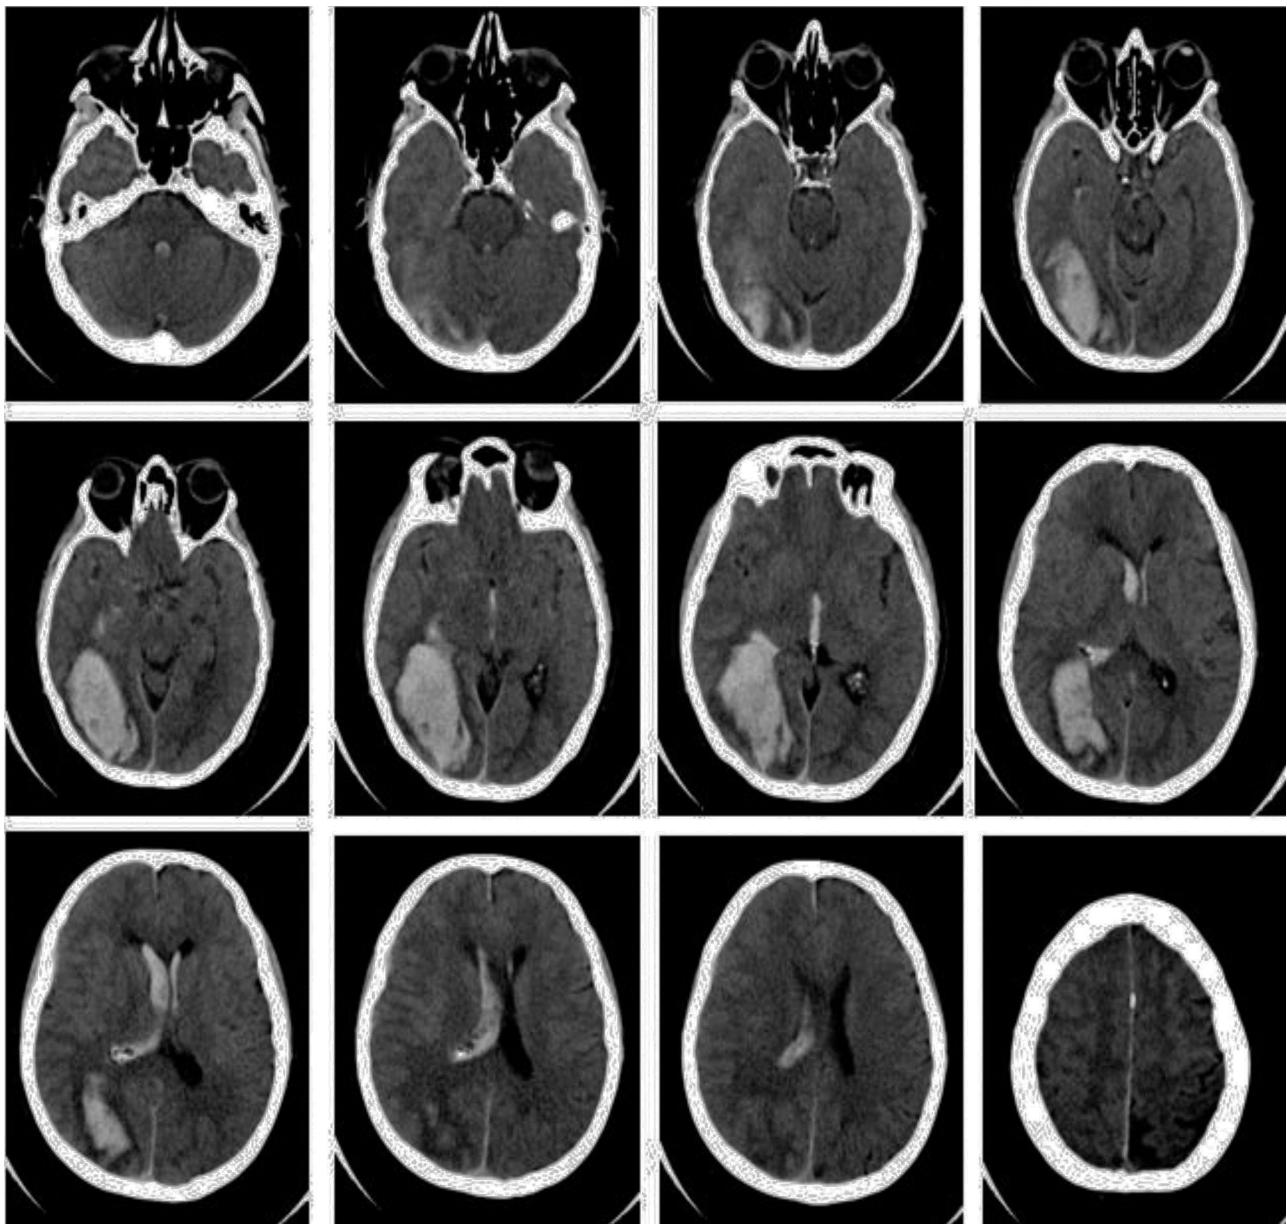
TAC cerebral simple. Se aprecia hemorragia temporooccipital derecha con drenaje a ventrículo lateral ipsolateral.
